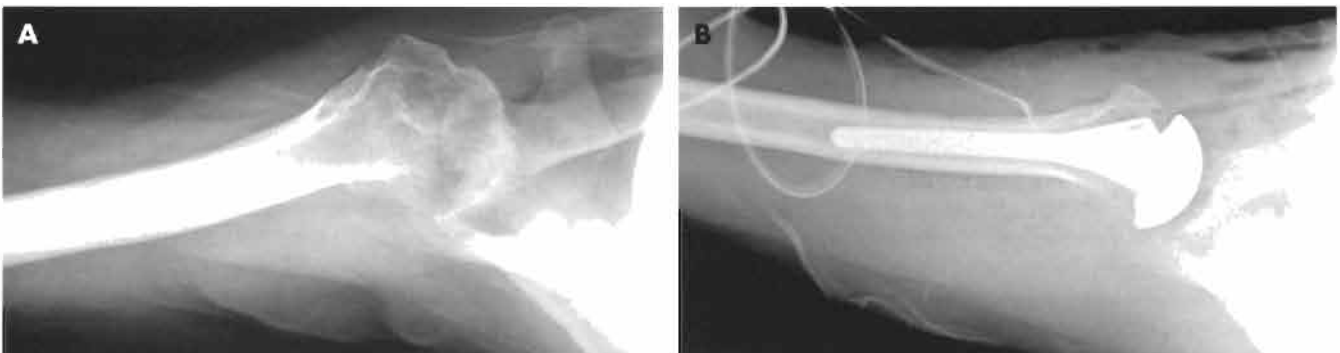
En la radiografía axilar preoperatoria (A) se observa la pérdida completa del espacio articular con restauración del mismo después de la intervención quirúrgica (B).
